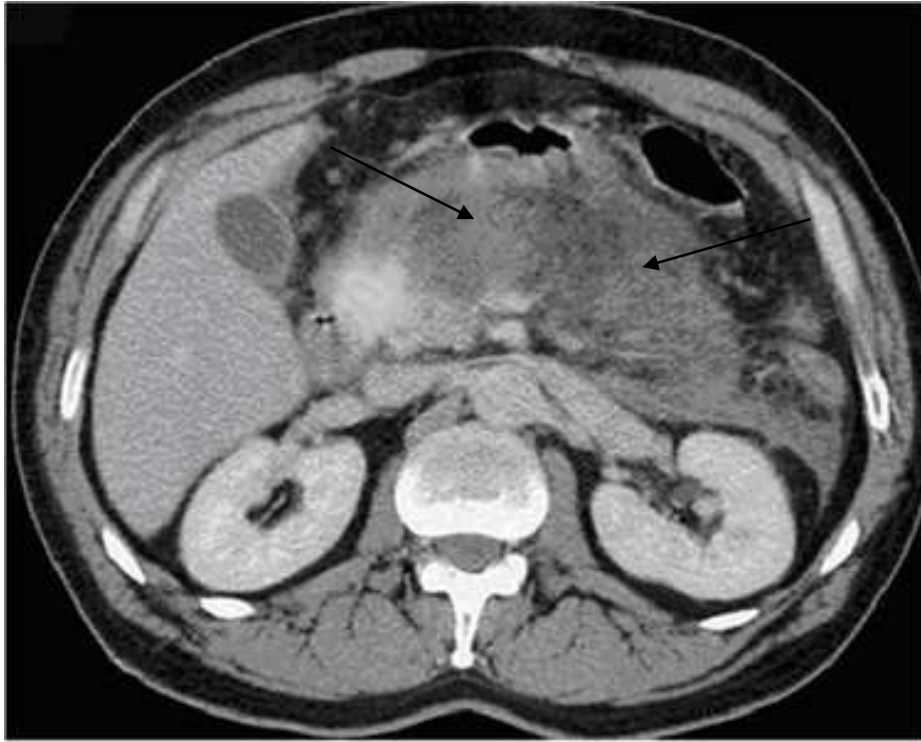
Комп’ютерна томографія. Хворий Н., 56 р.
